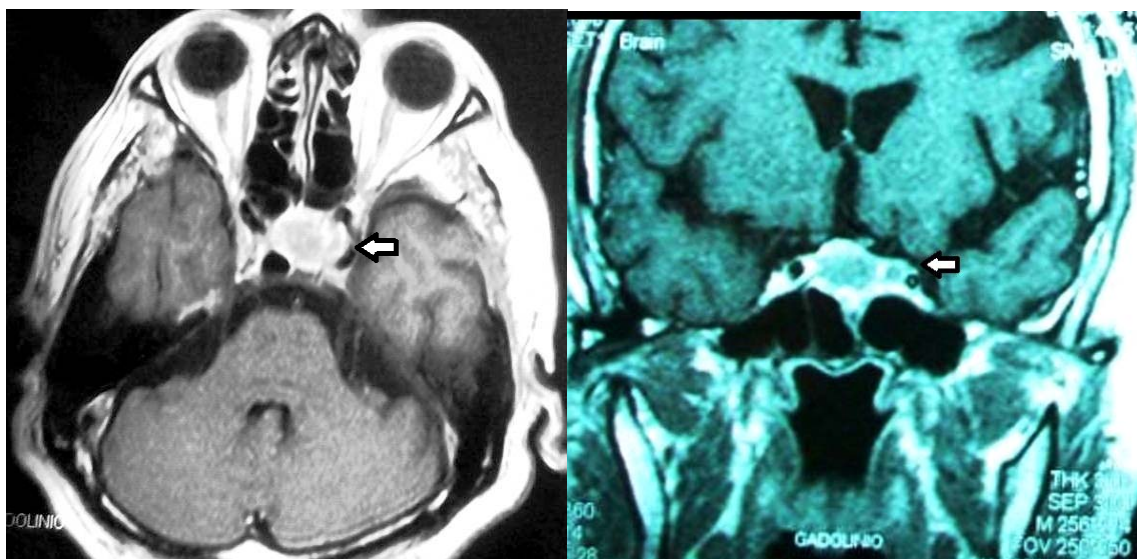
RMN muestra tumoración en la silla turca con áreas de hemorragia en su porción supraselar (Flechas), que comprimen el infundíbulo y el quiasma óptico.
